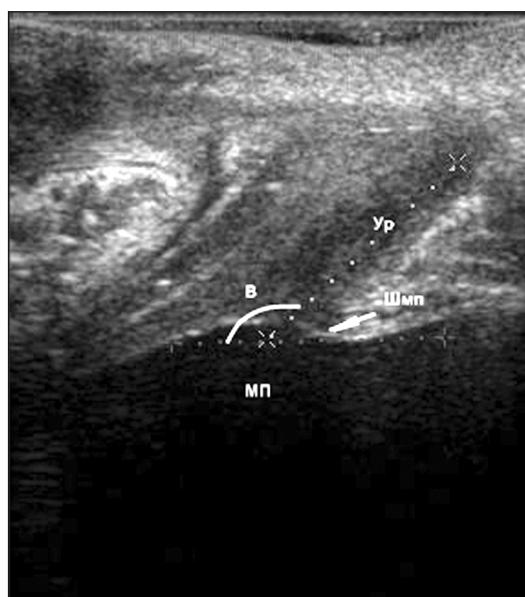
УЗИ тазового дна при патологии при проведении пробы с удержанием (задний уретерovesикальный угол В увеличен до 137° , Шмп отклонилась к крестцу).
